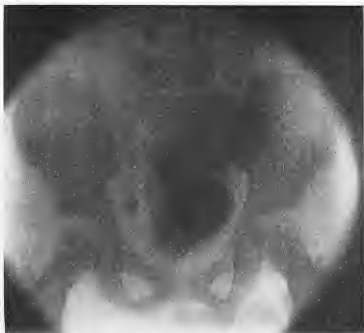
Cystoradiographie. Énorme dilatation de l'uretère gauche.
